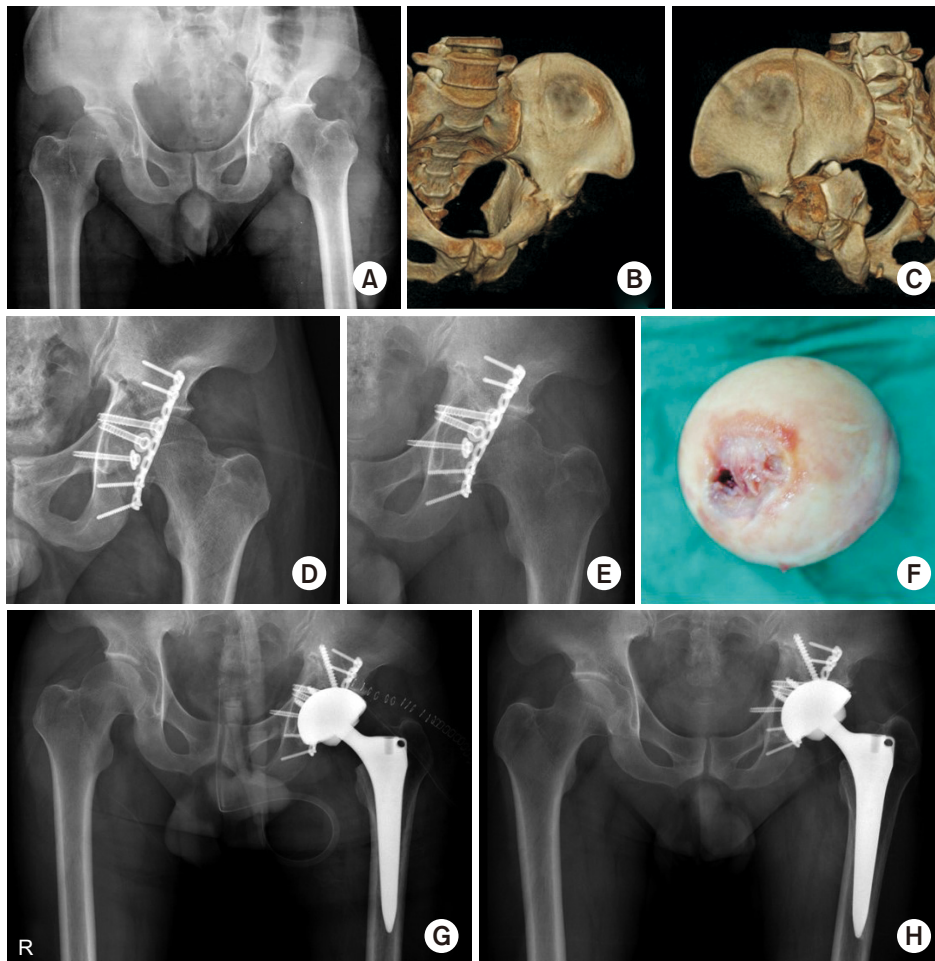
(A) Preoperative anteroposterior radiograph of a 50-year-old male showed a transverse fracture with a posterior wall fracture of the acetabulum. (B, C) The three-dimensional reconstruction images showed the impaction of acetabulum and comminuted fragments. (D) Postoperative anteroposterior radiograph after internal fixation through the Kocher–Langenbeck approach. (E) Seven-month postoperative radiographs showed post-traumatic osteoarthritis on the left hip joint. (F) Intraoperatively, the resected femoral head showed denuded and destroyed articular cartilage. (G) Postoperative anteroposterior radiograph after total hip arthroplasty. (H) Five-year postoperative radiographs showed a stable total hip component with no complaint.
